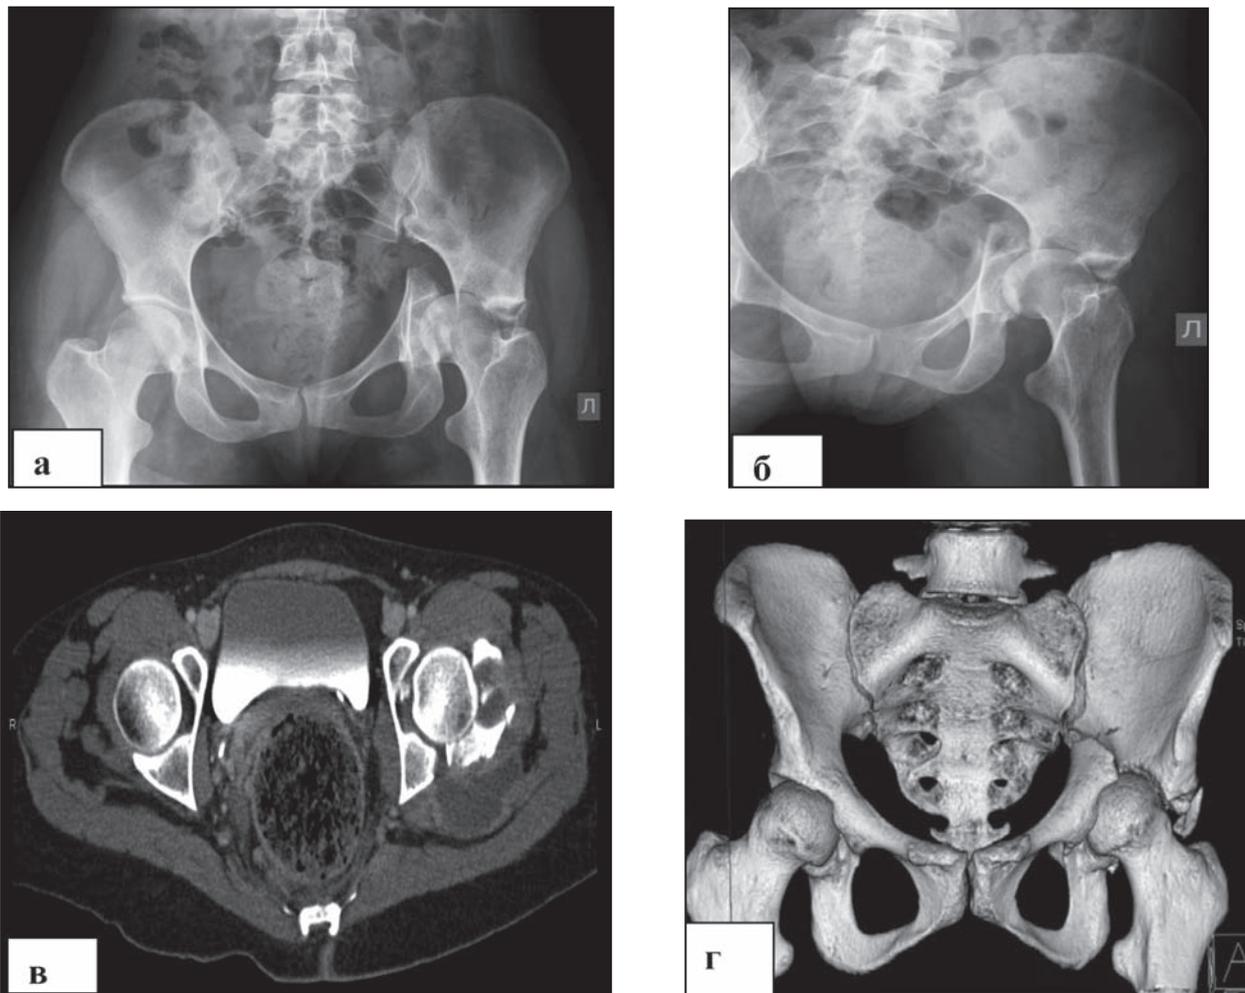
Рентгенограмма таза, выполненная в задней аксиальной проекции входного отверстия таза (Inlet) модификации Лилиенфельда (а) и в левой косой проекции (б); МСКТ таза в аксиальной проекции с контрастным усилением (в) и с использованием 3-D реконструкции (г). Определяются разрыв левого подвздошно-крестцового сочленения, оскольчатый двухколонный перелом левой вертлужной впадины с центральным вывихом головки бедра, гематома параартикулярных мягких тканей слева
